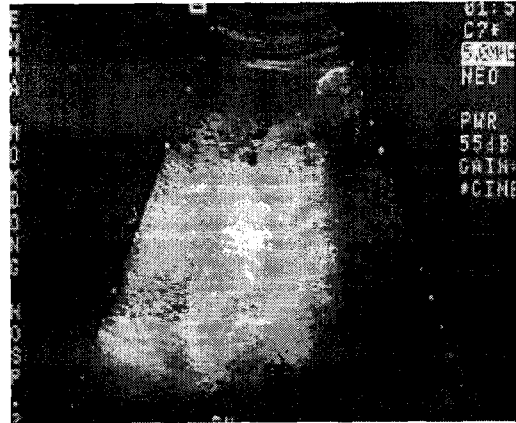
Renal ultrasonography shows small hyperechoic right kidney with multiple cysts and no visible left kidney.
